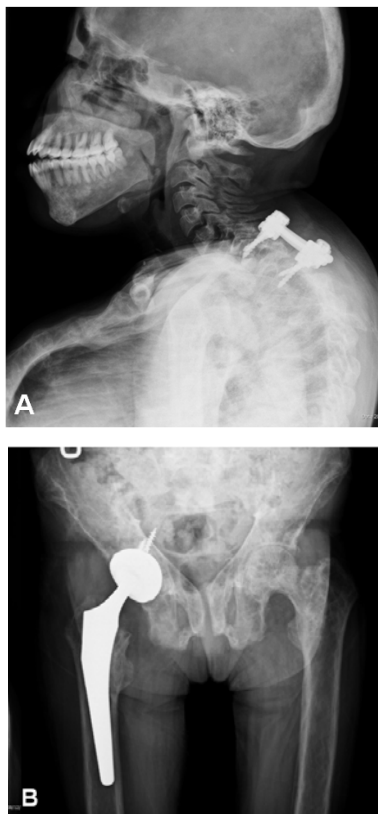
Plain radiographs of after surgery with implants *in situ*.
